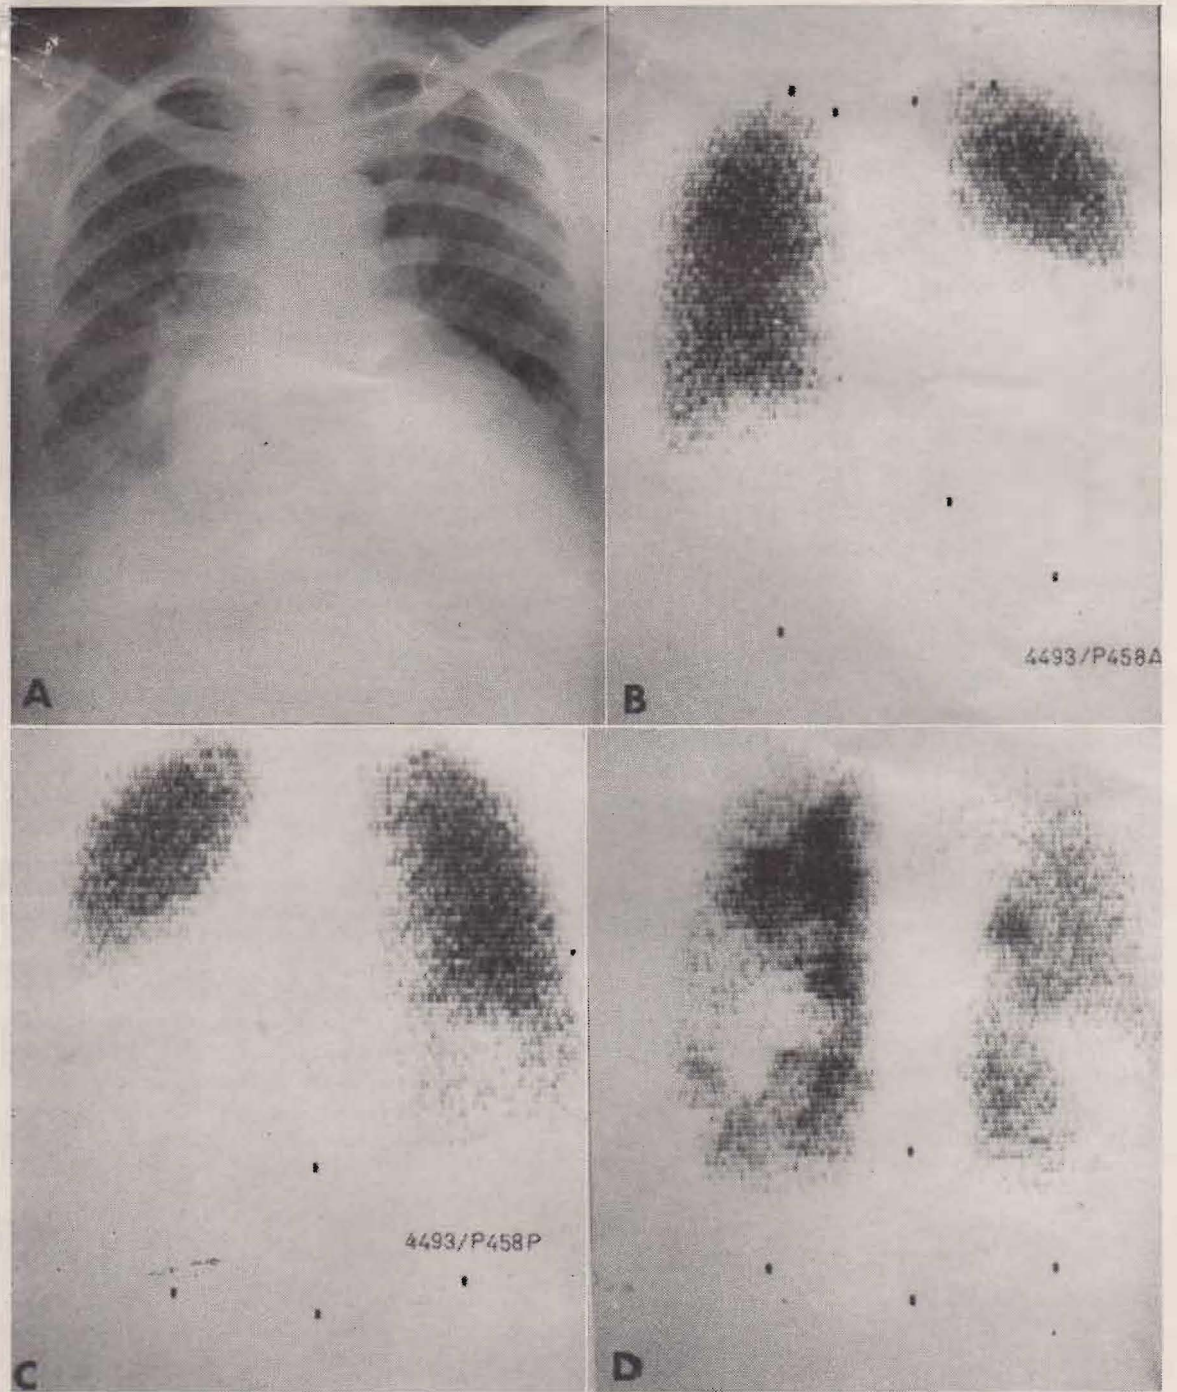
Embolismo pulmonar con infarto constituido. A) Radiografía de tórax. Vista anterior. B) Centellograma pulmonar por perfusión. Vista anterior. C) Centellograma pulmonar por perfusión. Vista anterior. D) Centellograma pulmonar por inhalación. Vista anterior.
